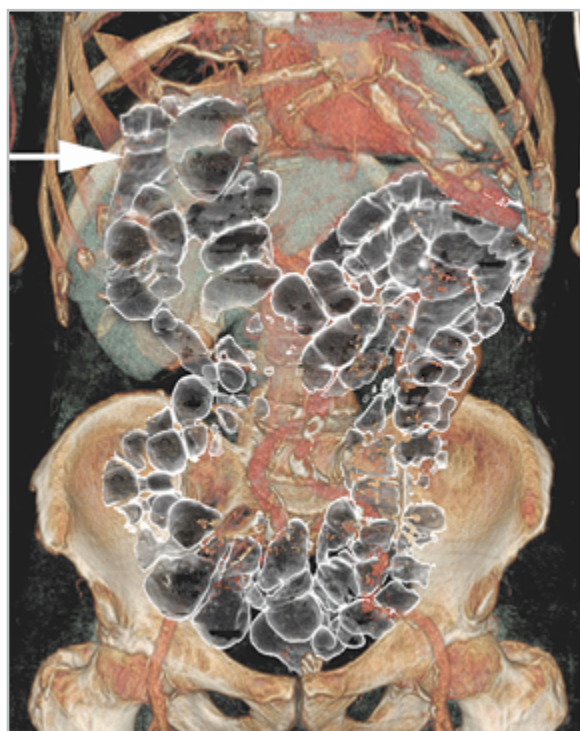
3D-реформация по результатам компьютерной томографии живота. Смещение печеночного угла толстой кишки в поддиафрагмальное пространство (*стрелка*)
